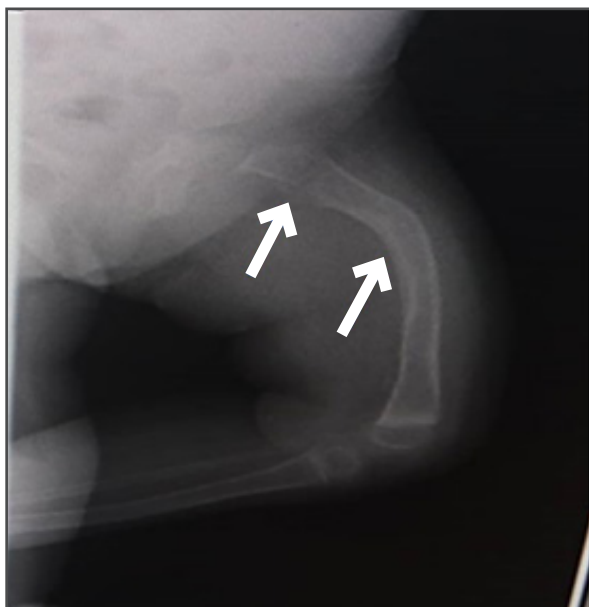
Radiografía de fémur.
